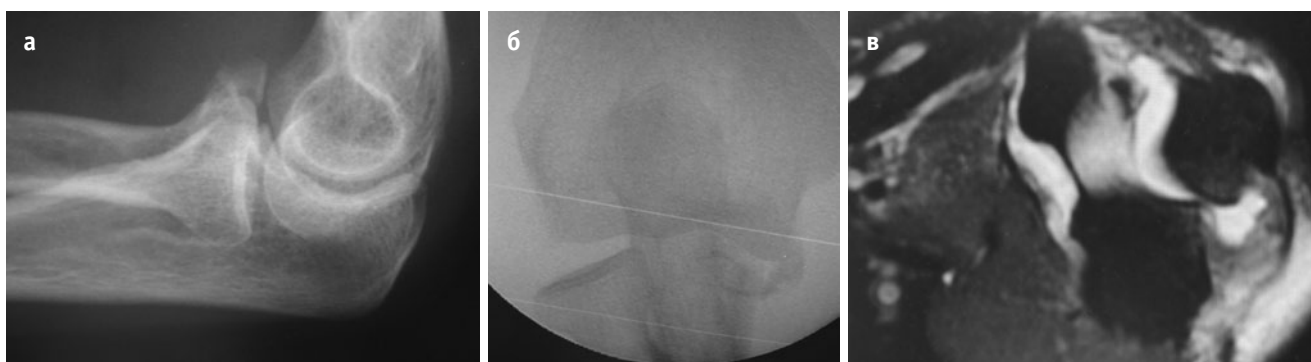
Статическая варусная нестабильность при переломе венечного отростка II типа. (а) Рентгенограмма в боковой проекции. (б) Рентгенограмма в переднезадней проекции. (в) Аксиальный МРТ-срез: задне-медиальный подвывих.
